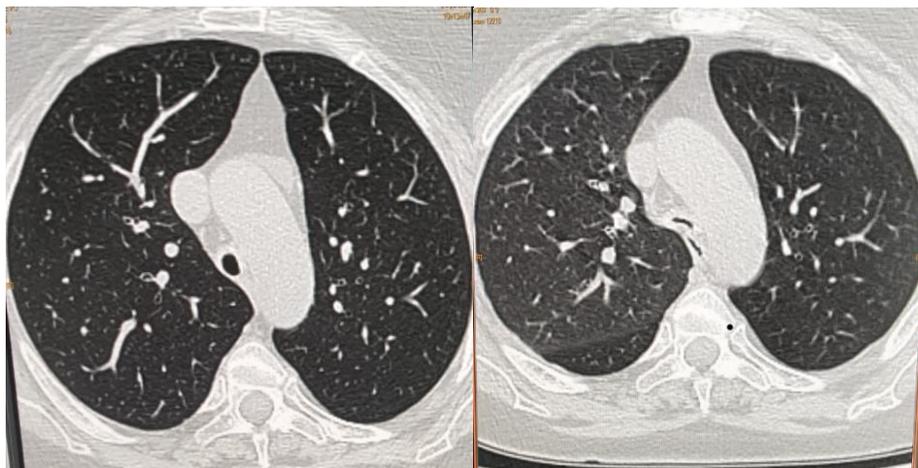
TDM thoracique, montrant le collapsus dynamique de la trachée au cours de l'expiration
